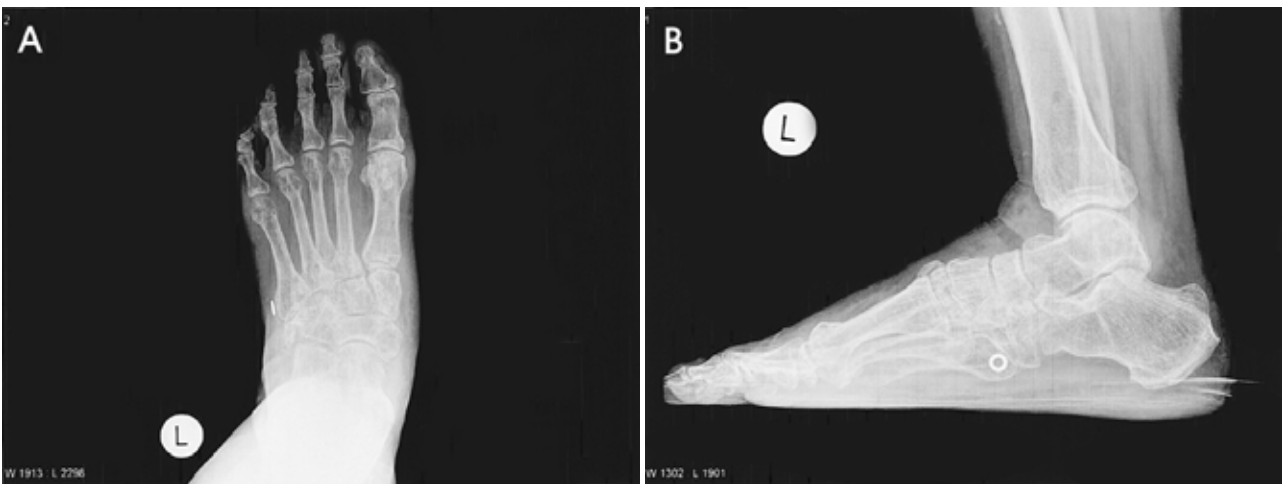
Radiographs (A, B) at 16 months after surgery showed mild degenerative changes on entire Lisfranc joint with nearly anatomical reduction.
